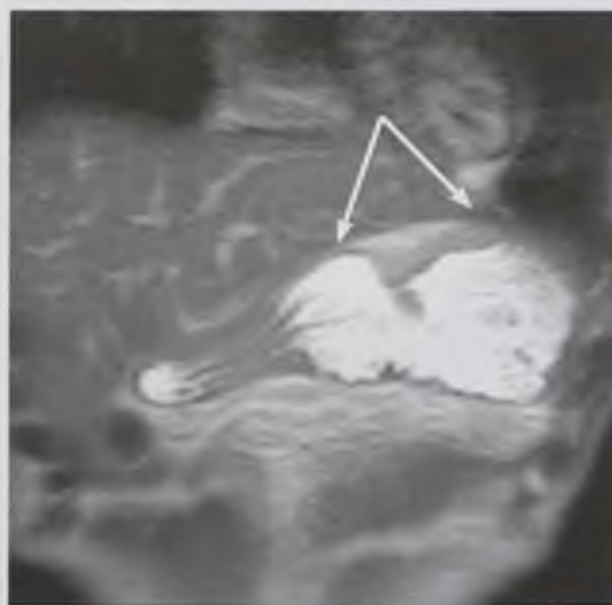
Рентгенограмма желудка. Вентрикулокардиоэзофагеальный рак, смешанная форма роста (стрелки)
